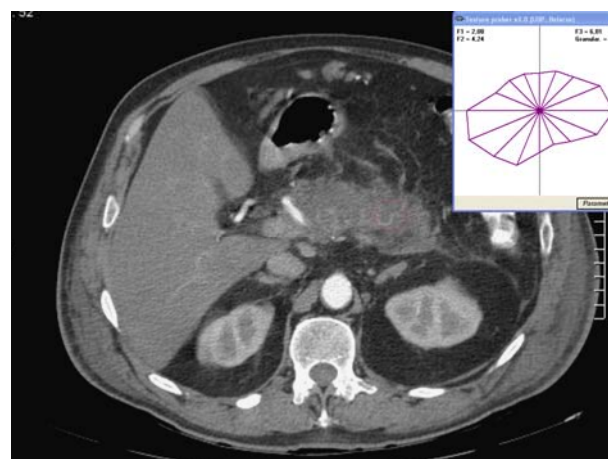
Методика анализа КТ-изображений с помощью программы «Texture prober v2.0»; курсор (круг) наводится на интересующую область, в окне сверху справа показаны параметры анизотропии
